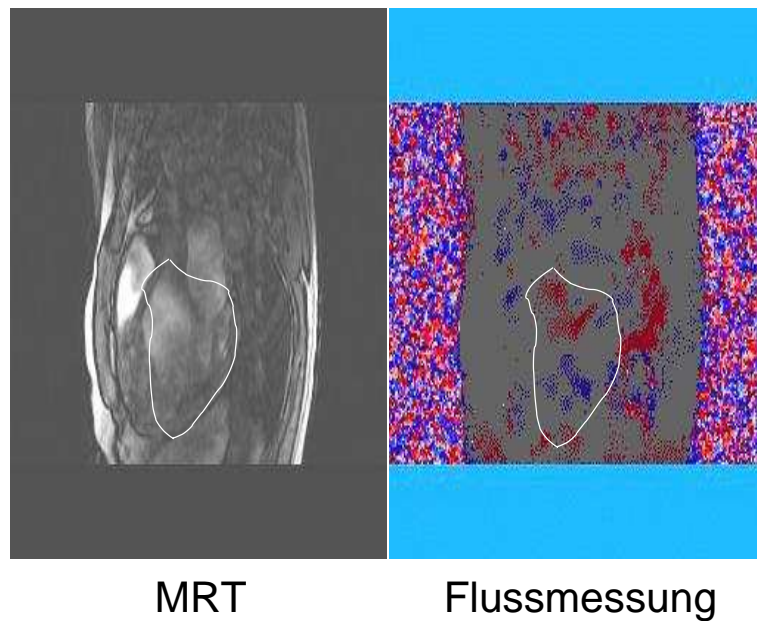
MRT-Aufnahme und zugehörige farbgekodierte Flussmessung (blau entspricht negativer Geschwindigkeitskomponente senkrecht zur Ebene, rot entspricht positiver Geschwindigkeitskomponente) mit eingezeichneter Ventrikelkontur
